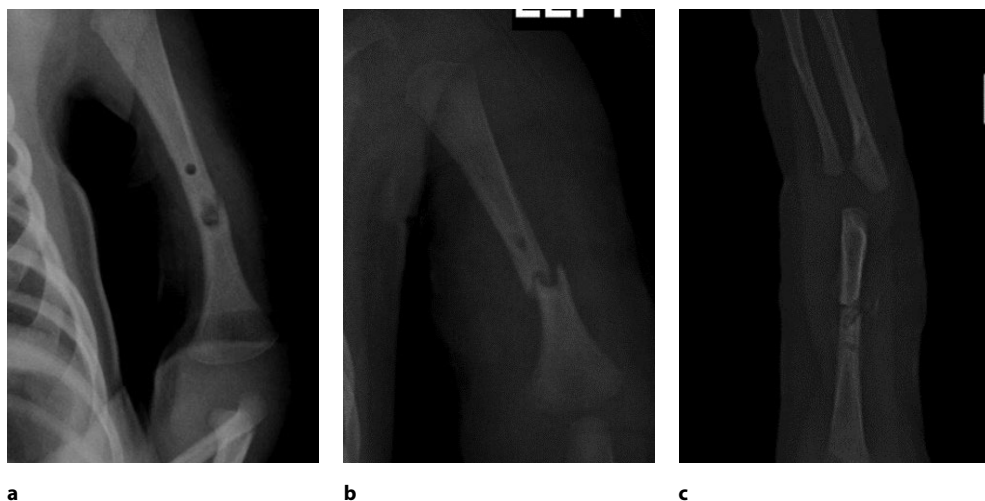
Пациентка Р. (после операции выполнялась иммобилизация липкопластырным вытяжением). Рентгенография левой плечевой кости в прямой проекции: а – через 3 суток после выполнения остеоперфорационных отверстий диагностирован патологический перелом диафиза левой плечевой кости; б – 4 суток после диагностики перелома; в – 9 суток после диагностики перелома, продольная ось кости восстановлена
